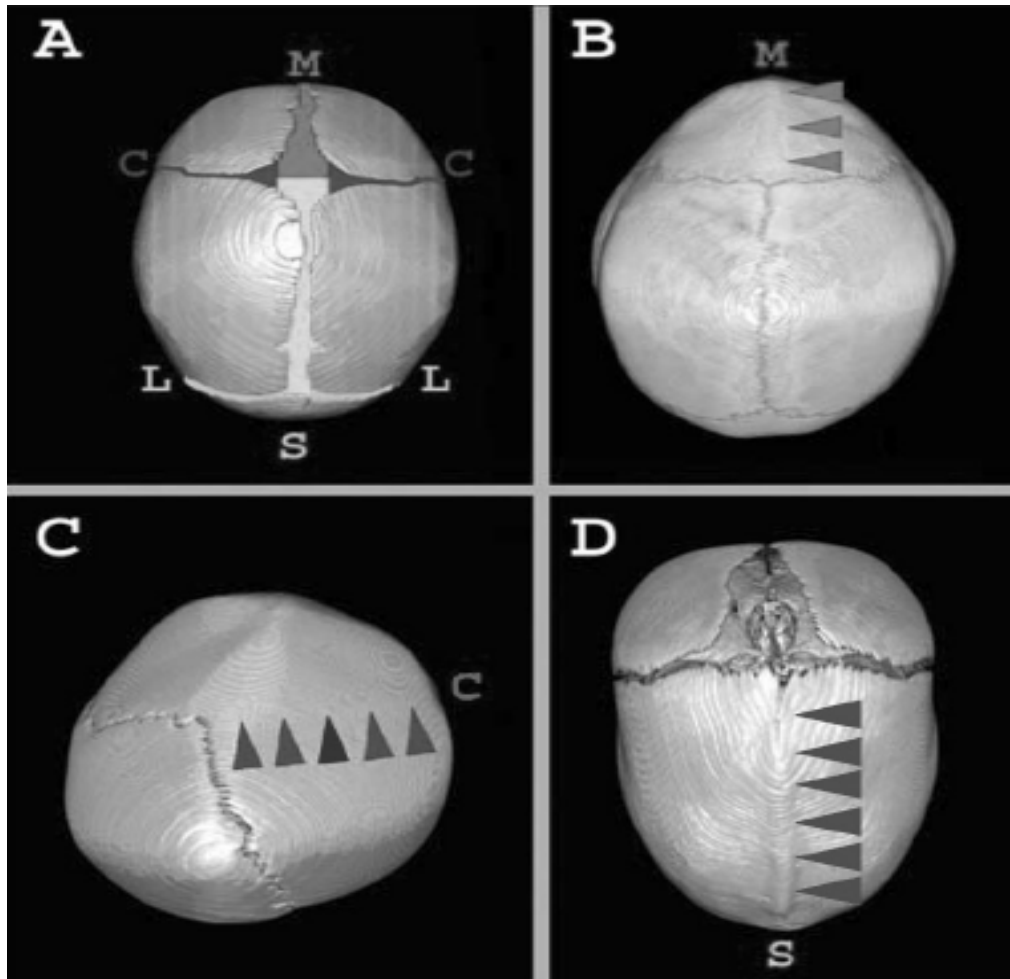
Ejemplos de CS no sindrómicas: (a) TAC 3D de cráneo normal, (b) sinostosis de la sutura metópica, (c) sinostosis de la sutura coronal derecha, (d) sinostosis de la sutura sagital. M-metópica, C-coronal, S-sagital y L-lambdaidea.
